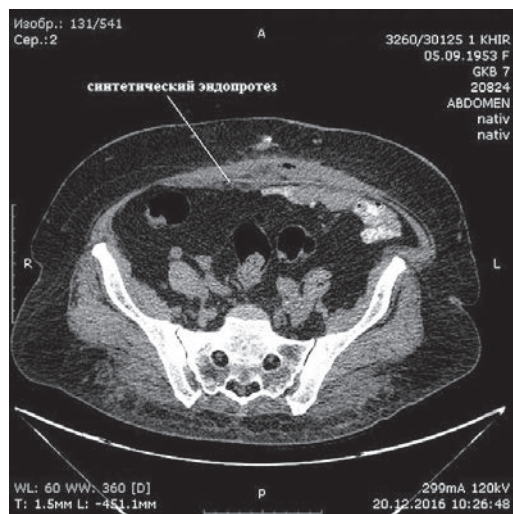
Рентгеновская компьютерная томограмма брюшной полости после TAR-пластики
